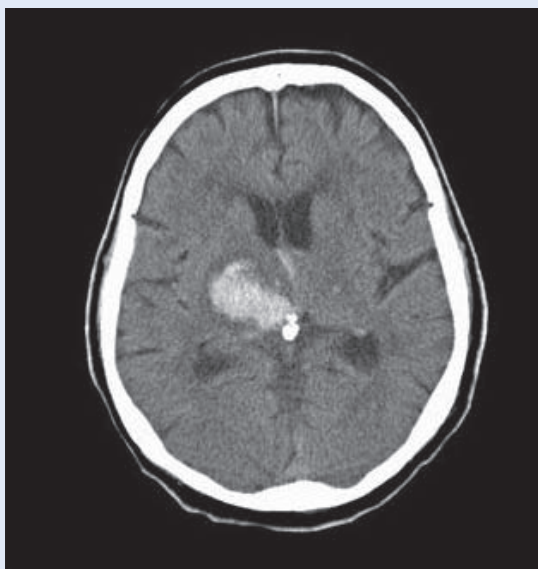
CT mozga. Krvarenje u parenhim mozga s prodorom u ventrikularni sustav.
